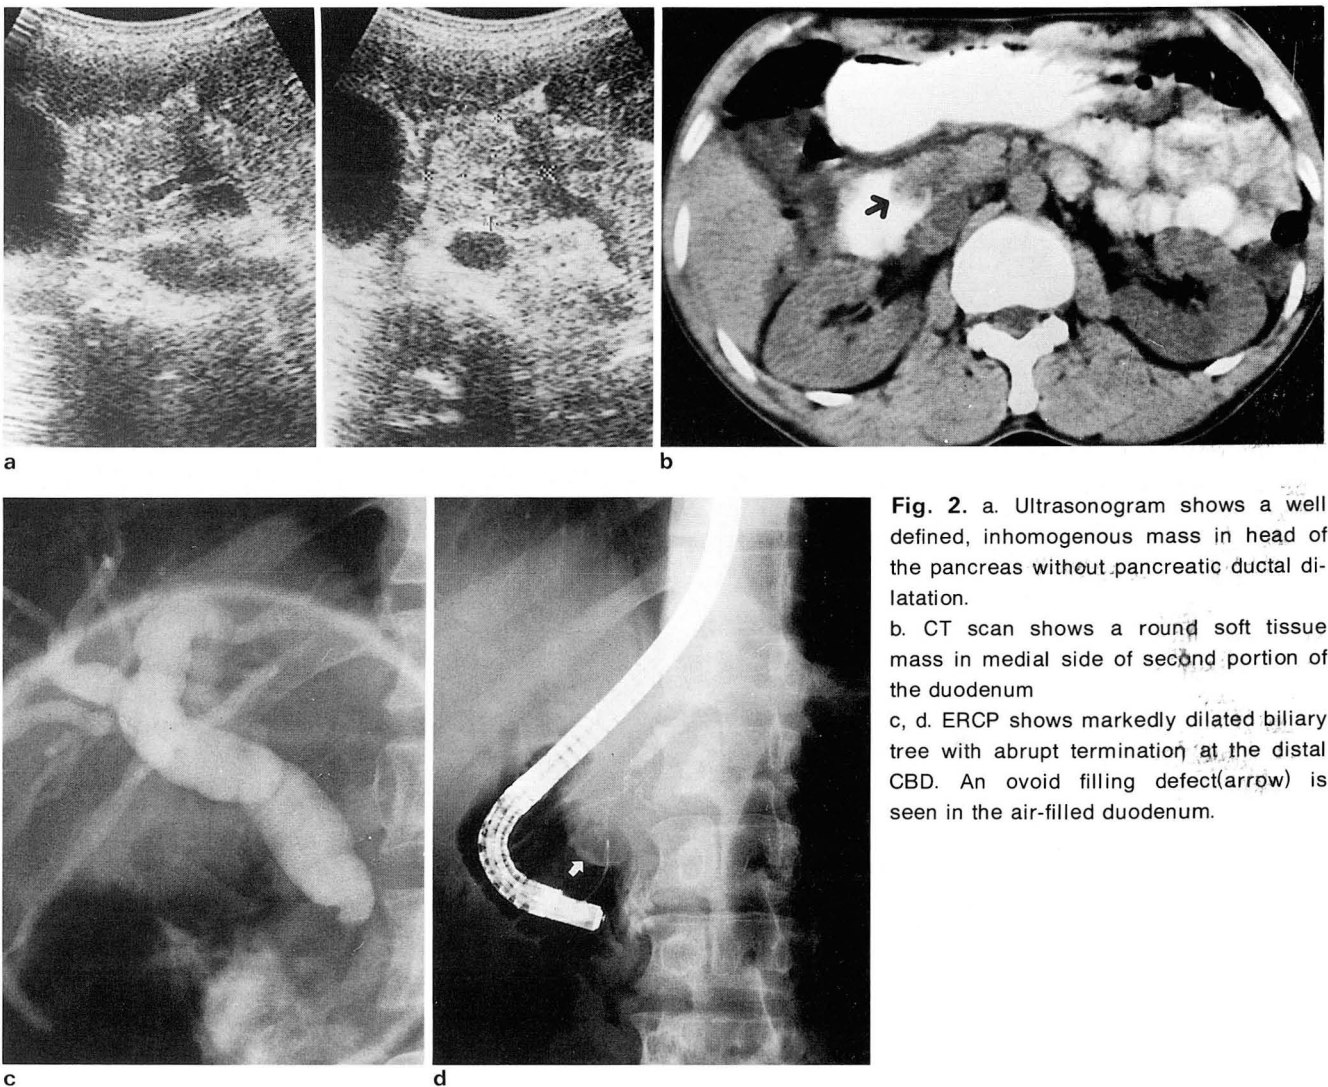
a. Ultrasonogram shows a well defined, inhomogenous mass in head of the pancreas without pancreatic ductal dilatation. b. CT scan shows a round soft tissue mass in medial side of second portion of the duodenum c, d. ERCP shows markedly dilated biliary tree with abrupt termination at the distal CBD. An ovoid filling defect (arrow) is seen in the air-filled duodenum.
